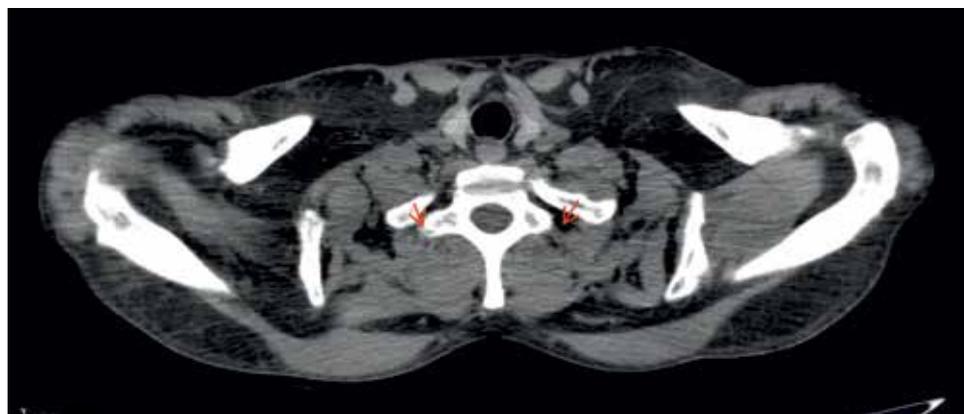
КТ-снимок пациента А. в аксиальном разрезе. Красными стрелочками указаны места сдавления наружной яремной вены
